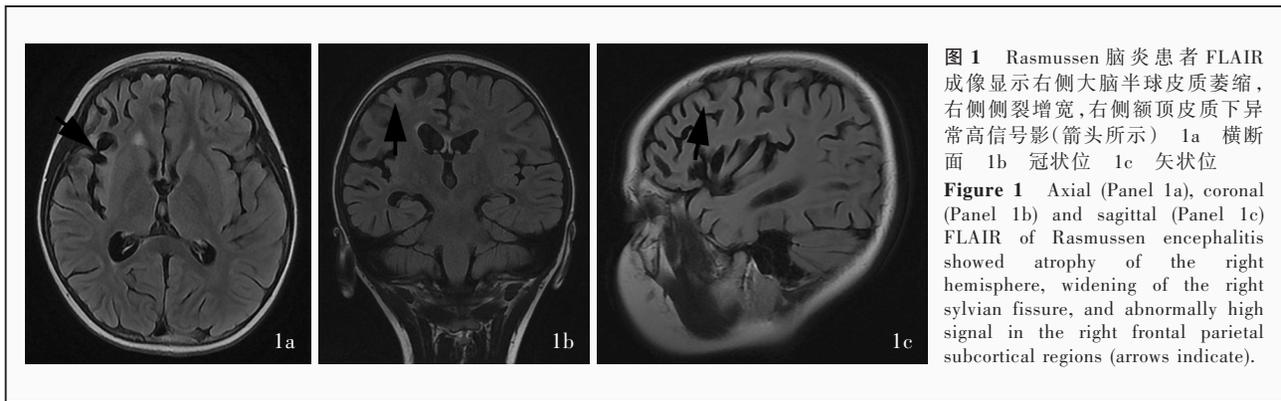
Rasmussen 脑炎患者 FLAIR 成像显示右侧大脑半球皮质萎缩, 右侧侧裂增宽, 右侧额顶皮质下异常高信号影(箭头所示) 1a 横断面 1b 冠状位 1c 矢状位
